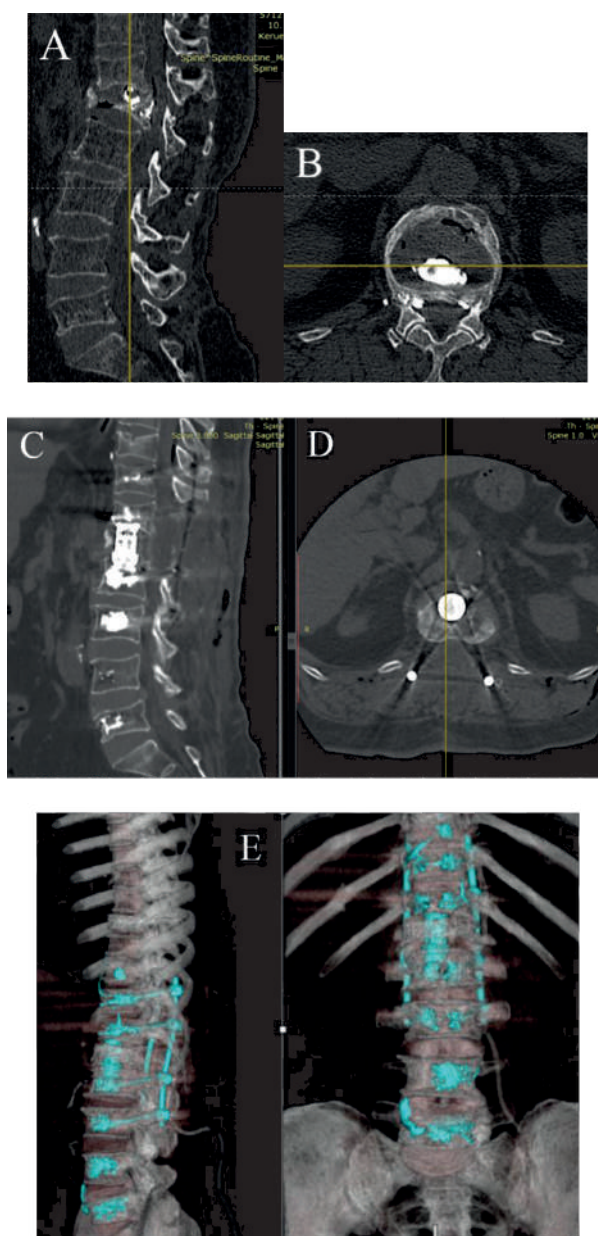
КТ снимки до операции (А, В) (пациент с патологическим переломом на фоне остеопороза, состояние после вертебропластики, отдалённый период). КТ снимки после операции, 2-е сутки после операции (С, D, E). Фото из личного архива авторов
